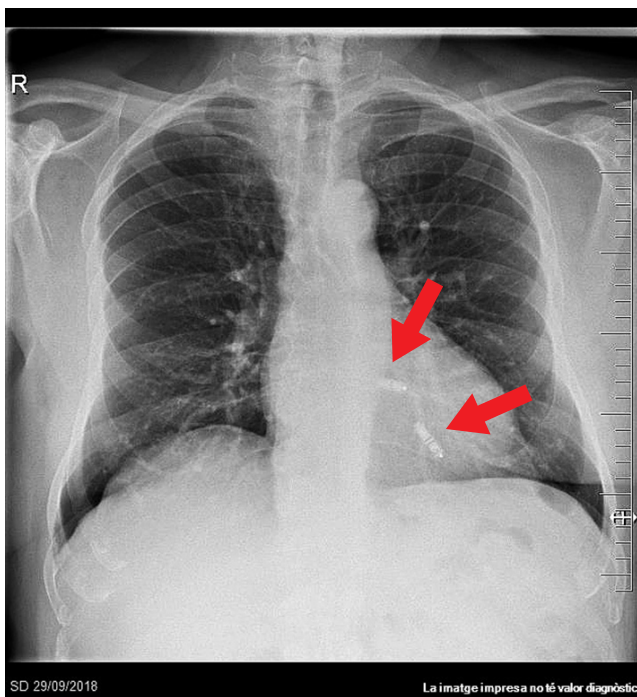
Radiografía anteroposterior posterior al segundo implante.
